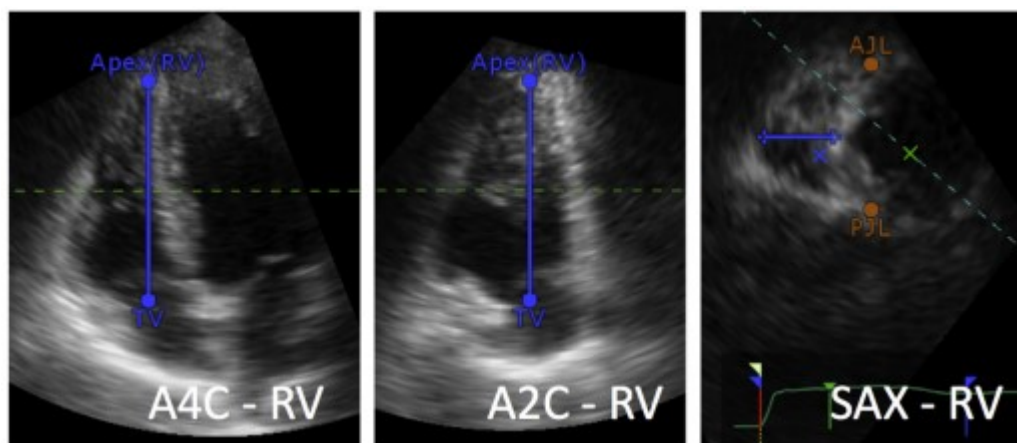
Definizione dei reperi anatomici necessari alla definizione del volume 3D del ventricolo destro: asse lungo del ventricolo in proiezione apicale 4-camere (A4C) e apicale 2-camere (A2C) in telediastole; punto di giunzione anteriore e posteriore della parete libera del ventricolo destro con il setto interventricolare e massima dimensione della cavità ventricolare tra setto e parete libera in proiezione parasternale asse corto (SAX).⁴²
